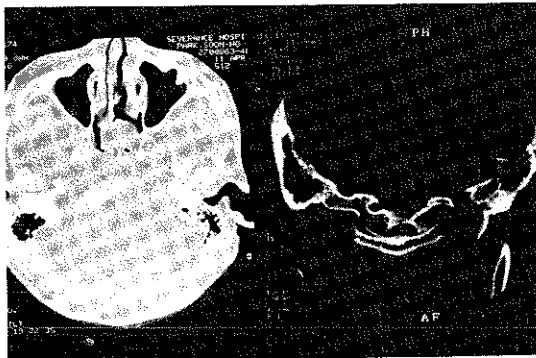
Bone window films of CT scan reveal bony trabecula in the osteolytic mass lesion.
